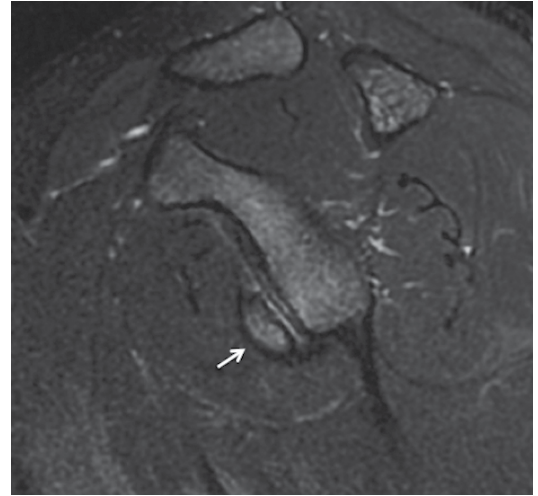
a-c. Humeral avulsion of glenohumeral ligament (HAGL). (a) Şekilde inferior glenohumeral ligaman posteriyor komponentinin humeral taraftan rüptüre olduğu izleniyor. (b) Koronal oblik T2 ağırlıklı yağ baskılı MRG’de inferior glenohumeral ligamanın normal ‘J’ şeklinde olmadığı ve humeral bağlantı düzeyinde liflerde devamsızlık olduğu izleniyor. (c) Sagital oblik T1 ağırlıklı yağ baskılı MR arthrografi kesitinde yırtığa bağlı kontrast maddenin inferiyora anormal uzanımı var (ok).
